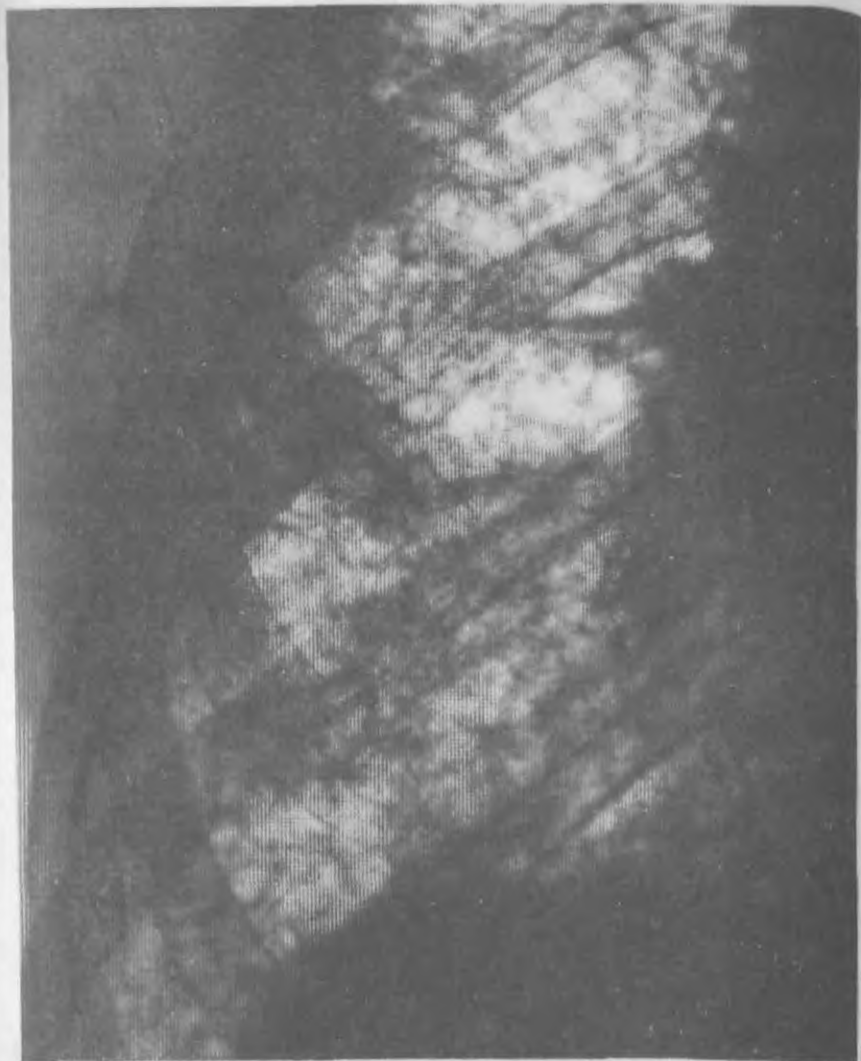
Фрагмент рентгенограммы правого легкого при сетчатой (ретикулярной) перестройке структуры легких. Разрастание внутридольковой соединительной ткани отображено густой сетью проецирующихся друг на друга мелких ячеек, за изображением которых теряется тень крупных артерий и вен легкого.
